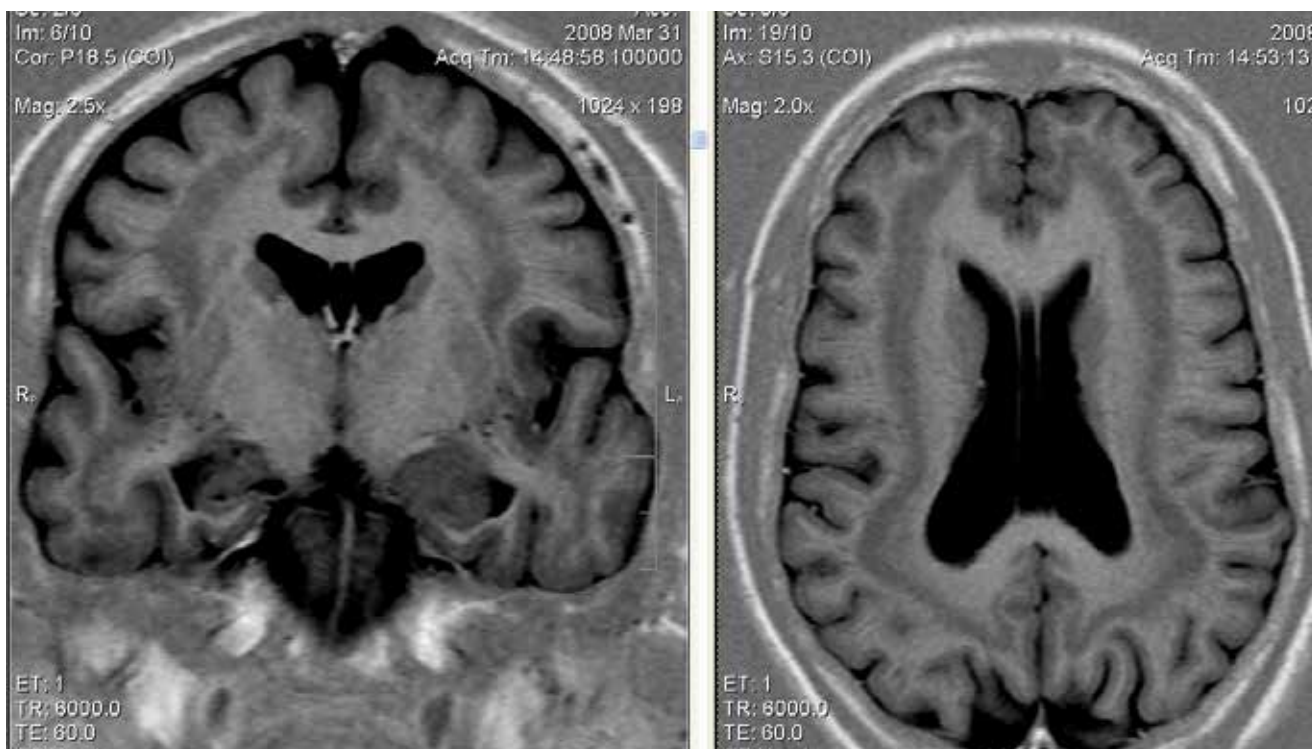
МРТ пациентки Ж.
